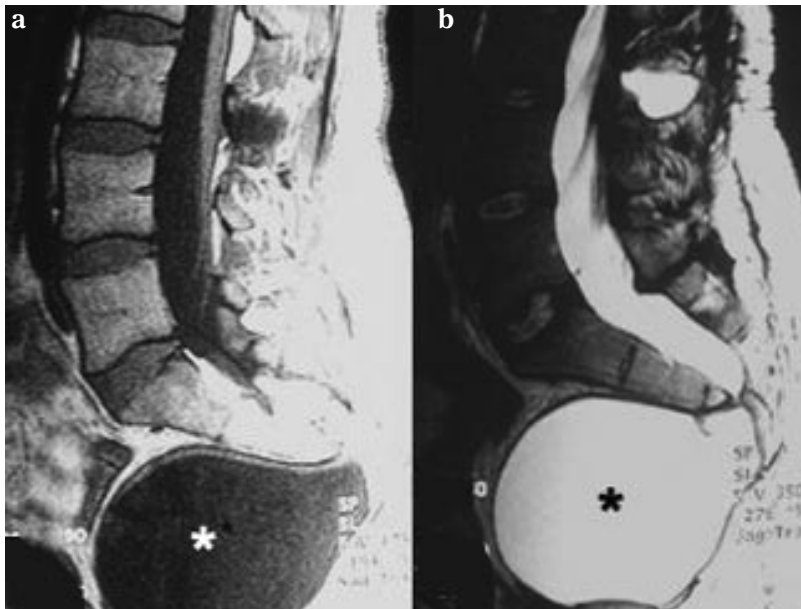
a, b : Méningocèle présacrée. L'IRM en coupes sagittales en T1 (a) et T2 (b) démontre une agénésie partielle du sacrum et une masse liquidienne présacrée (étoiles).
